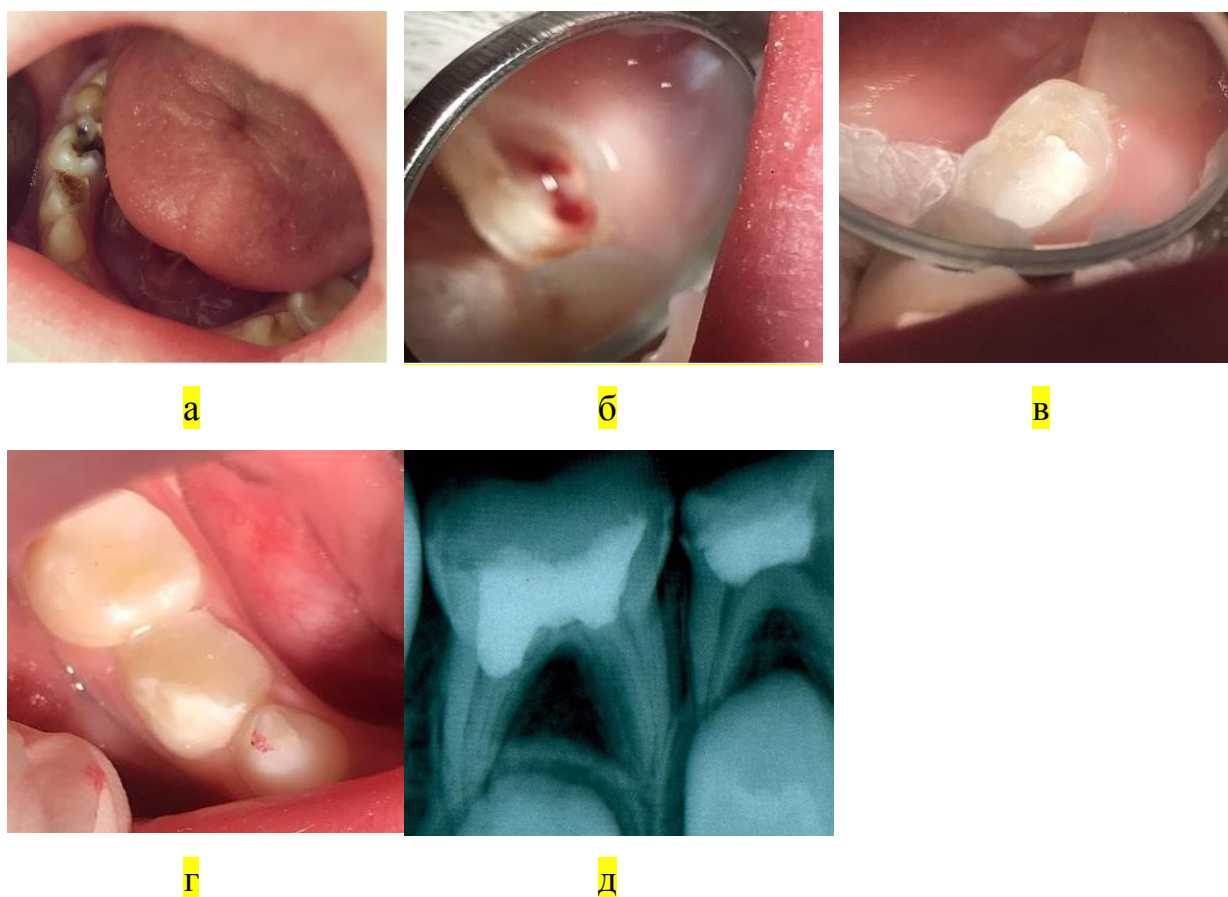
Пациент С., 7 лет. Диагноз по МКБ – 10: K04.0. Этапы лечения пульпита 8.4, зуба методом витальной ампутации с применением препарата «Триоксидент» (а – г – этапы проведения метода; д – внутриротовая контактная рентгенограмм 8.4 зуб, срок наблюдения 24 месяца)
